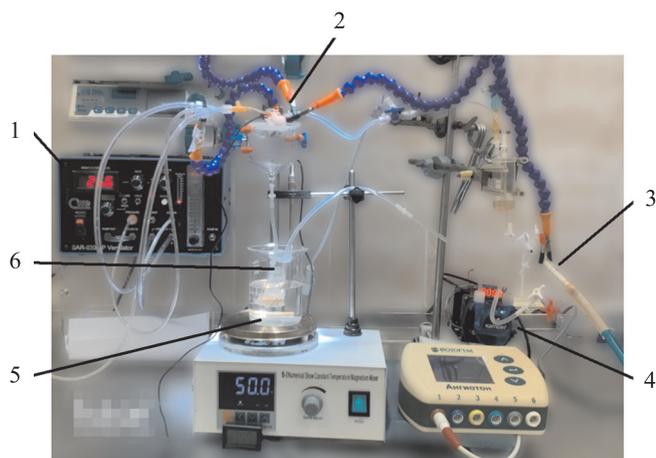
Гидродинамический стенд для изолированной *ex vivo* перфузии легких мелких животных: 1 – блок вентиляции; 2 – донорские органы мелкого животного; 3 – новый малообъемный оксигенатор; 4 – перистальтический насос; 5 – водяная баня; 6 – резервуар с перфузатом
